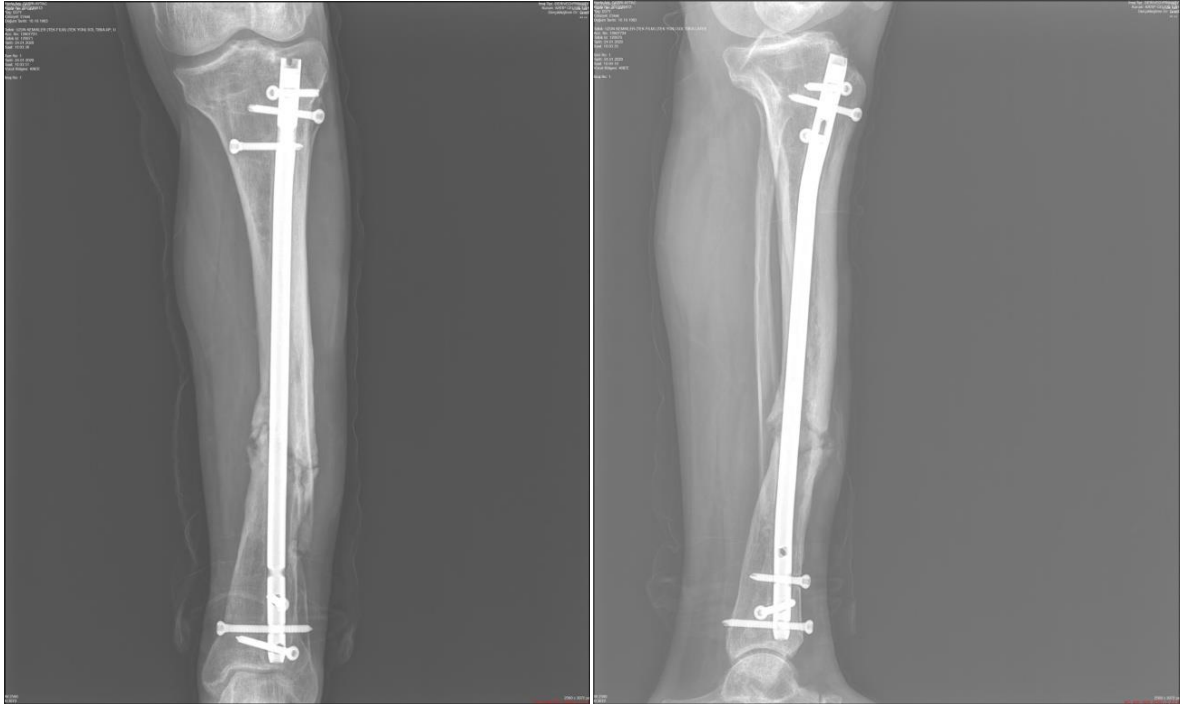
Başvuru grafileri (soldaki grafide çivin kırıldığı görülmekte (Beyaz ok))
